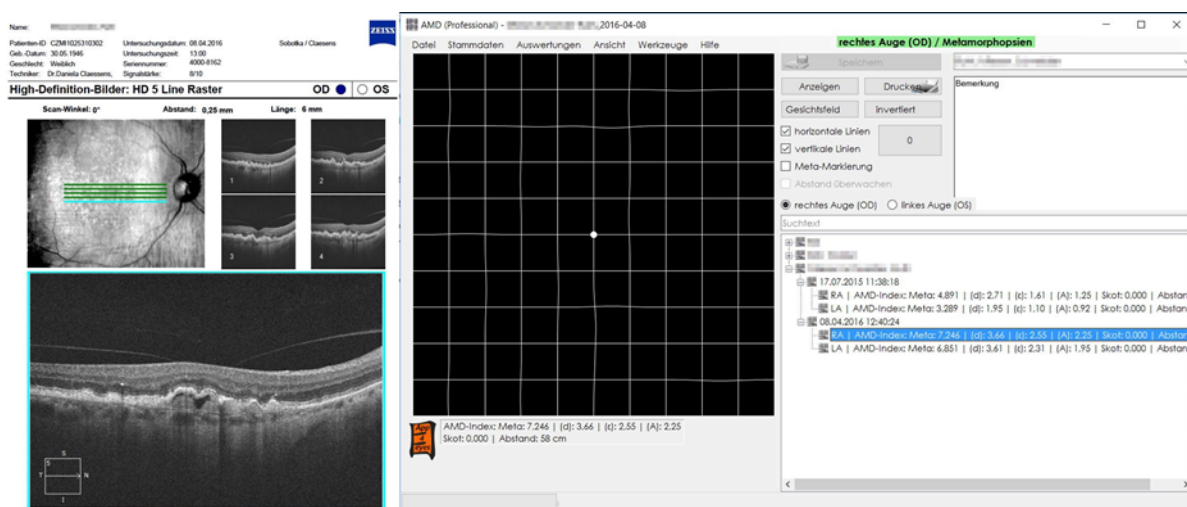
Messung mittels AMD - A Metamorphopsia Detector (rechts) und zugehörige optische Kohärenz Tomographie mit fortgeschrittener AMD
